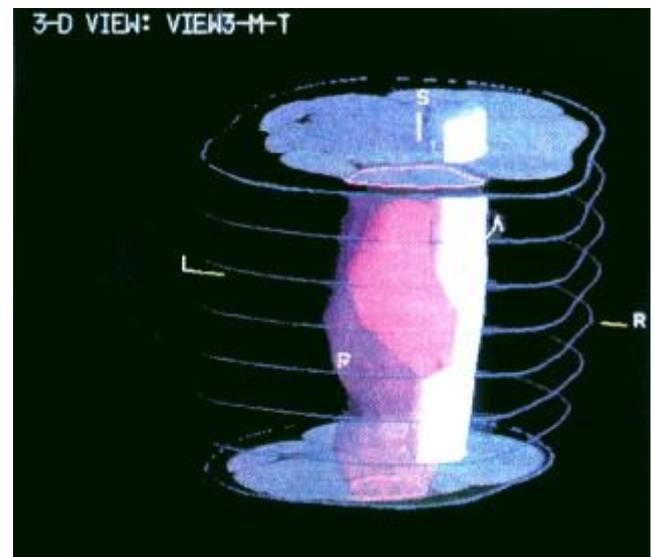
d. Imagen volumétrica construida a partir de los bordes de las 8 secciones TC descritos en la Fig. II.5.c. Las secciones proximal y distal se muestran en escala de grises. El fémur se representa como una estructura sólida (blanco) así como el tumor macroscópico (rosa) mientras el biceps se representa como una estructura semitransparente (magenta). La relación espacial entre estas estructuras se puede visualizar con facilidad. La orientación de la imagen viene dada según el sistema de coordenadas relativo al paciente (L=Izquierda, R=Derecha, S=Superior, I=Inferior, A=Anterior, P=Posterior).
